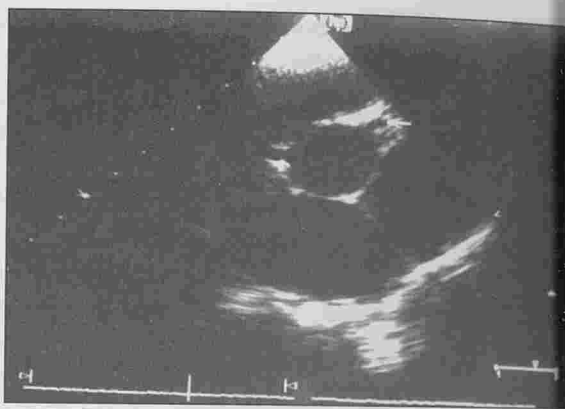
coupe parasternale transverse : ; anévrysme du tronc coronaire gauche avec aspect d'un petit thrombus (à1 heure) ;dilatation de la coronaire droite (à10heures)
